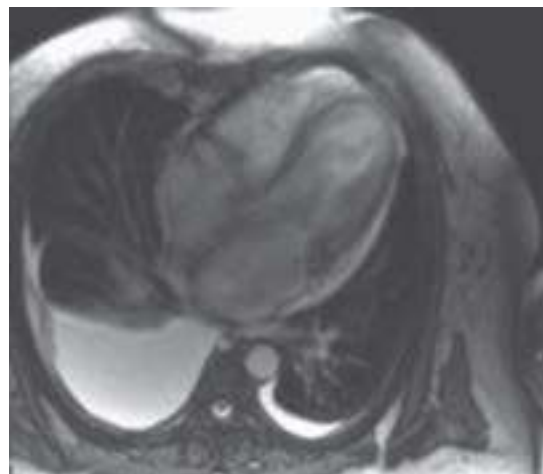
Cardiorresonancia.
